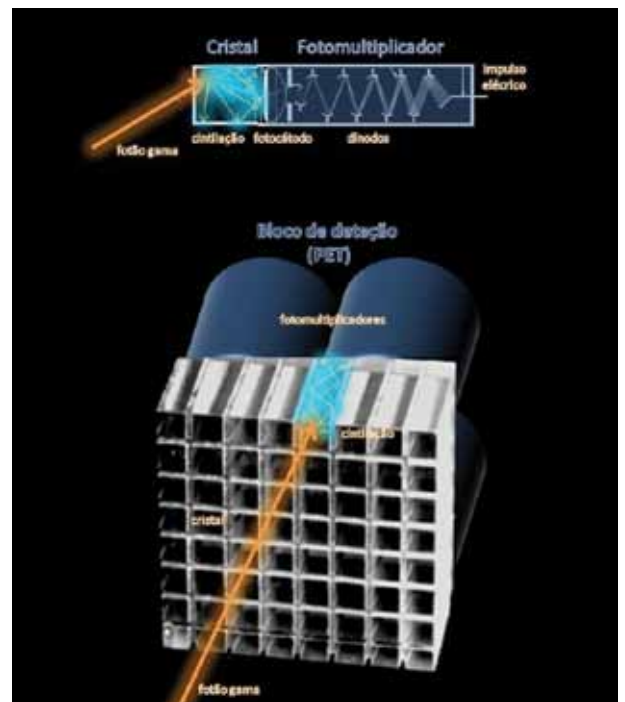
Representação esquemática da detecção de radiação proveniente do paciente. Em baixo: exemplo de um bloco de detecção usado numa câmara PET. Em cima: conversão da luz da cintilação em impulso elétrico num fotomultiplicador: os fótons da cintilação que chegam ao fotocatodo do fotomultiplicador ejetam elétrons que são acelerados por dínodos a potenciais elétricos crescentes. Em cada nível de dínodos o número de elétrons aumenta, amplificando o sinal elétrico.
